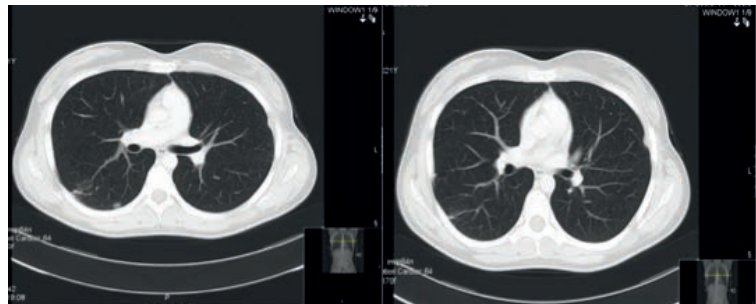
Imagem de TC tórax com nódulo pulmonar único sugestivo de metástase de osteossarcoma (3ª recidiva).
